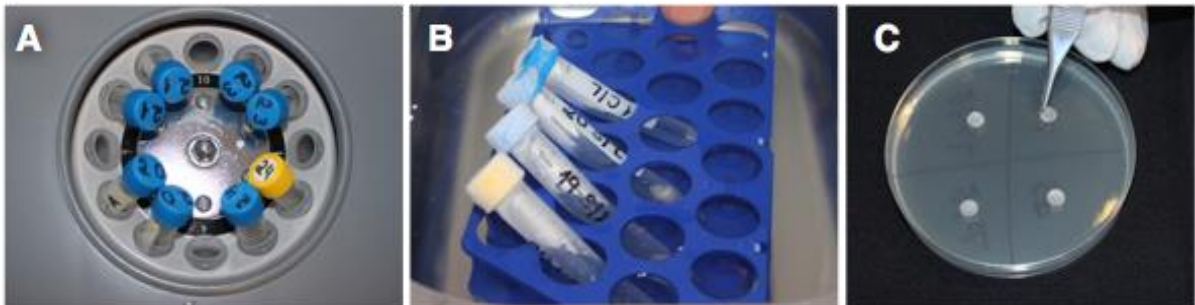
(A) Tubos contendo as amostras de tecido periapical triturado dentro de uma centrífuga. (B) Amostras sendo descongeladas em banho-maria a 37°C . (C) Colocação de discos de papel contendo sobrenadante de amostra tecidual nas placas com *S. aureus*.
